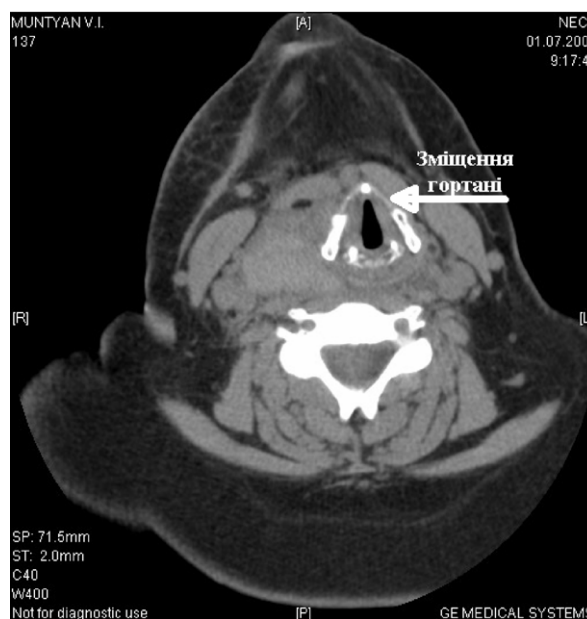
Комп'ютерна томограма гортані хворої М.
